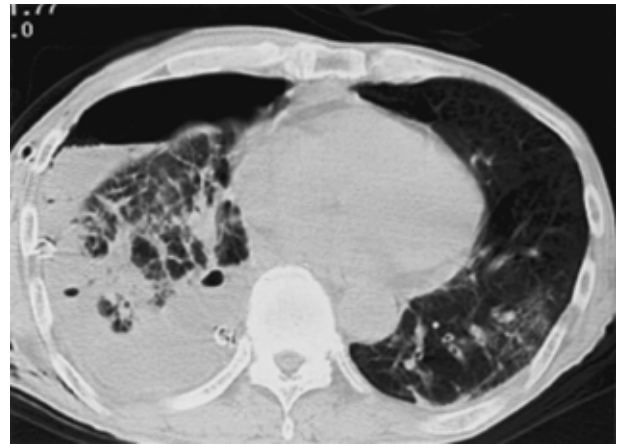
Chest CT scan on the 6th postoperative day showing a pleural cavity with niveau in the right thorax, and also showing an aspiration pneumonia shadow in the left lung field.
